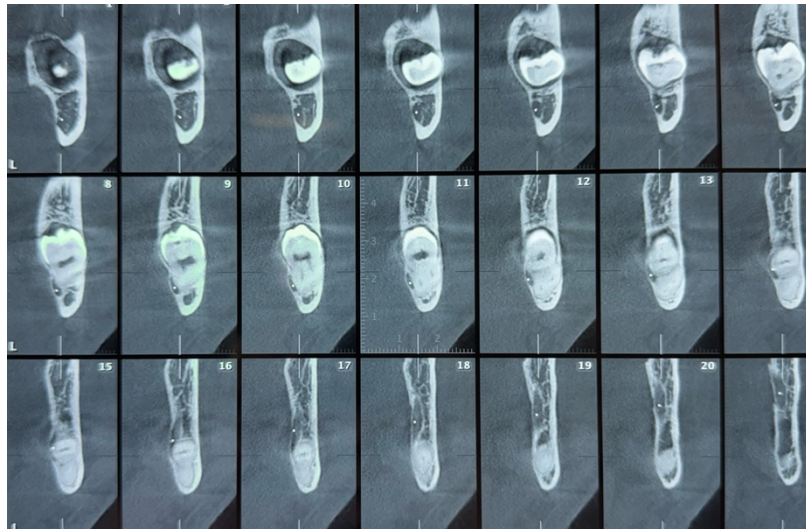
Coupes frontales du CBCT initiale. Courtoisie Docteur A. Promerat.
